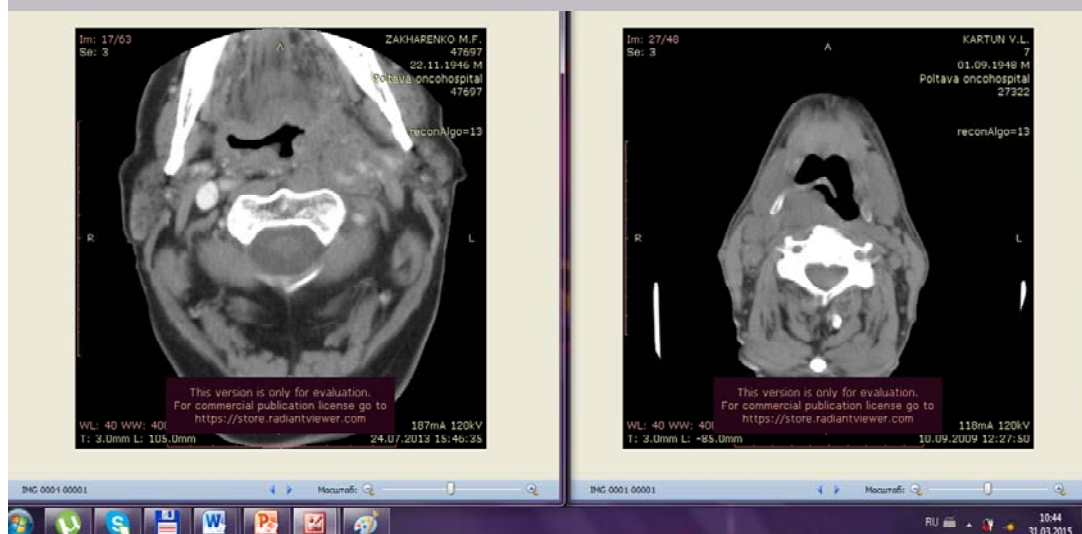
Комп'ютерна томографія
